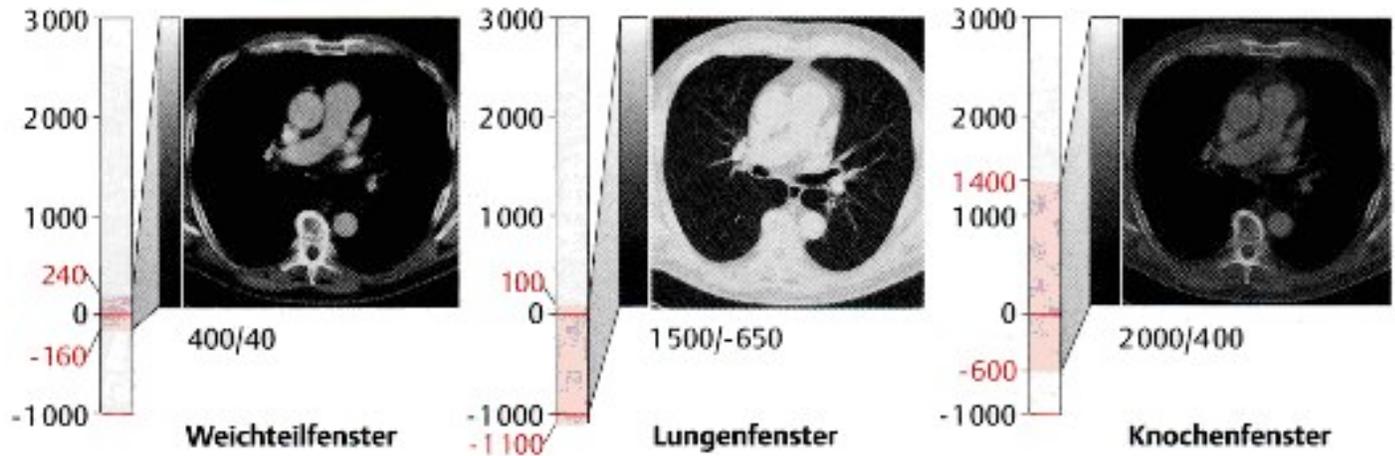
Möglicher Fenstereinstellungen im CT
